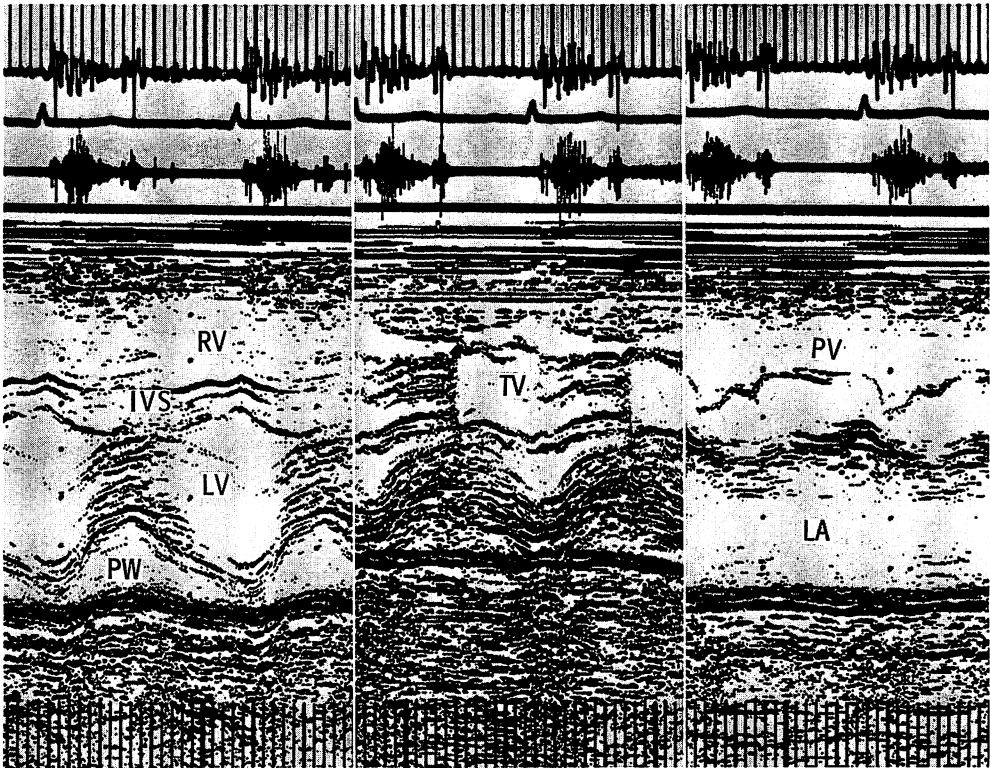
M-mode echocardiograms demonstrating the left ventricle (LV), tricuspid valve (TV), and pulmonary valve (PV).
